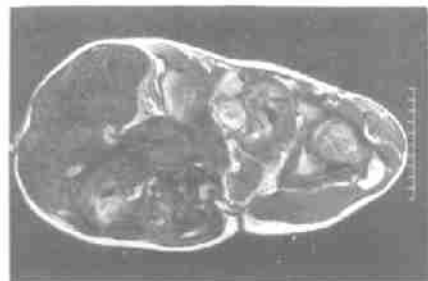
T_1 加权平扫轴位上 MRI:大部分肿瘤为低信号强度区,仅在背侧为高信号区。
